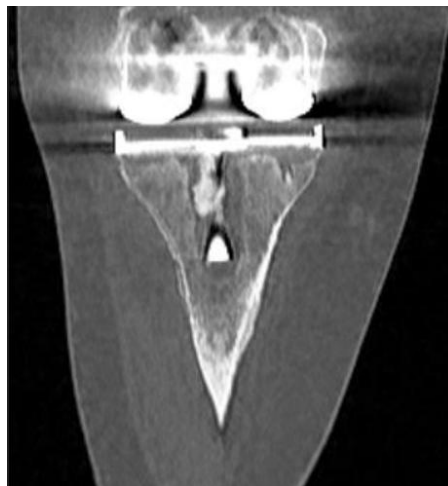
КТ коленного сустава, нестабильность тибиального компонента
